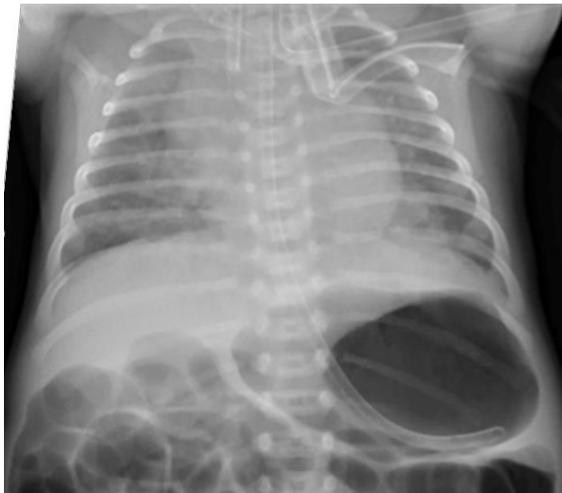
Radiografía de tórax que muestra la sonda nasogástrica en el estómago con distensión gástrica significativa por sospecha de TOF
